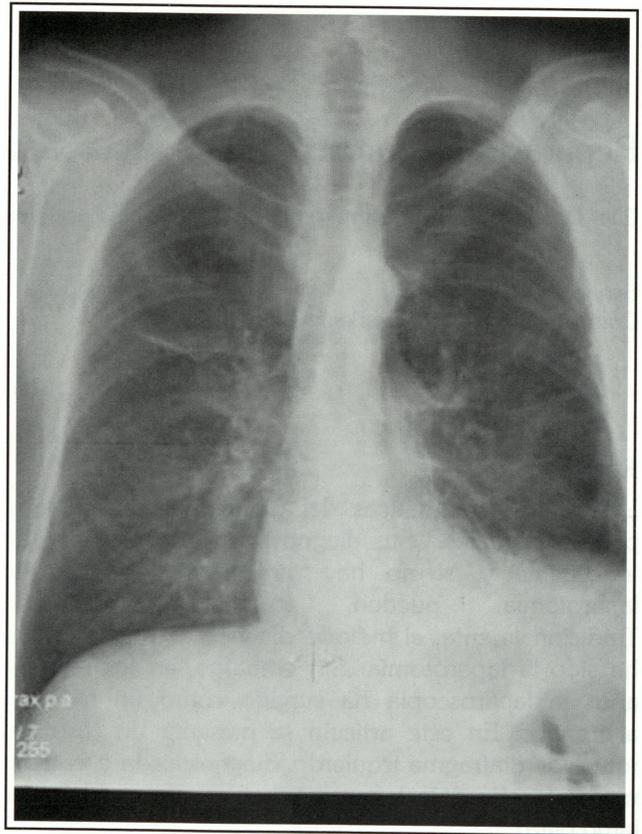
Radiografía de tórax realizada a los 5 años del tratamiento.
